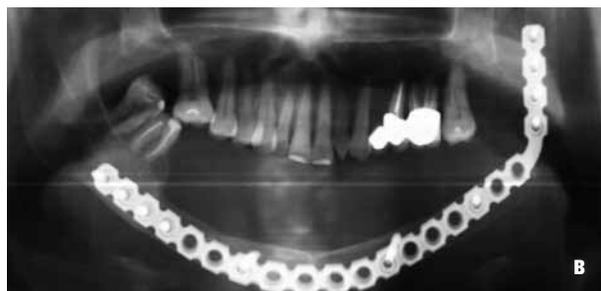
Данные больной до начала лечения А – вид в полости рта, Б – Мультиспиральная компьютерная томография, В – ортопантомограмма
